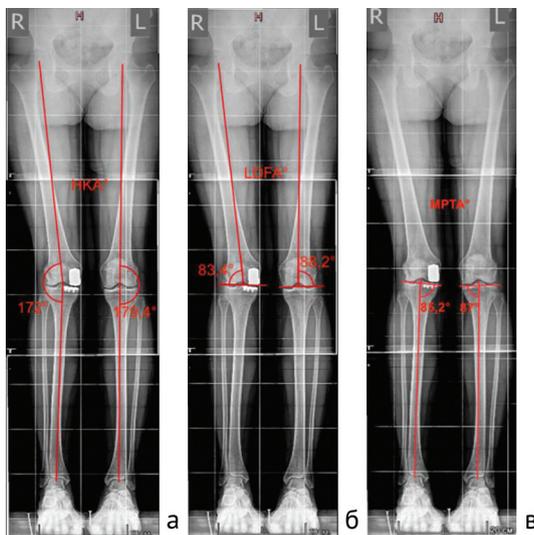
Показатели референтных углов и линий на телерентгенограммах после ОМЭП: а — вальгусная деформация правой нижней конечности; б, в — снижение показателя угла LDFA и MPTA за счет неправильного позиционирования компонентов во фронтальной плоскости
